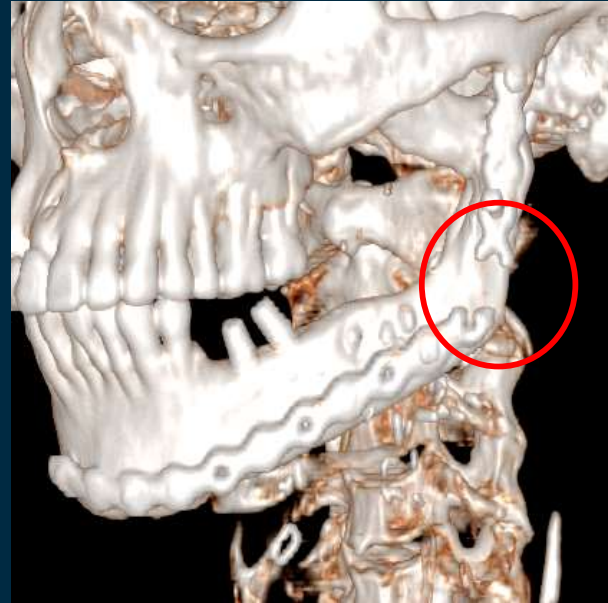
Imagen de TC, reconstrucción 3D. Rotura de prótesis mandibular (círculo rojo).
